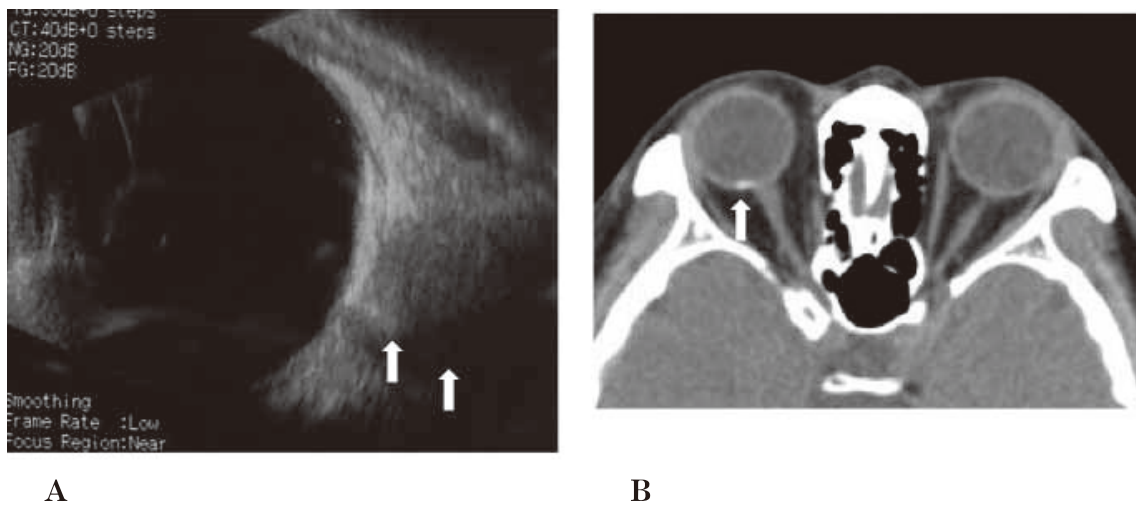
Bモードエコー(A)と頭部 computed tomography (CT) (B).
